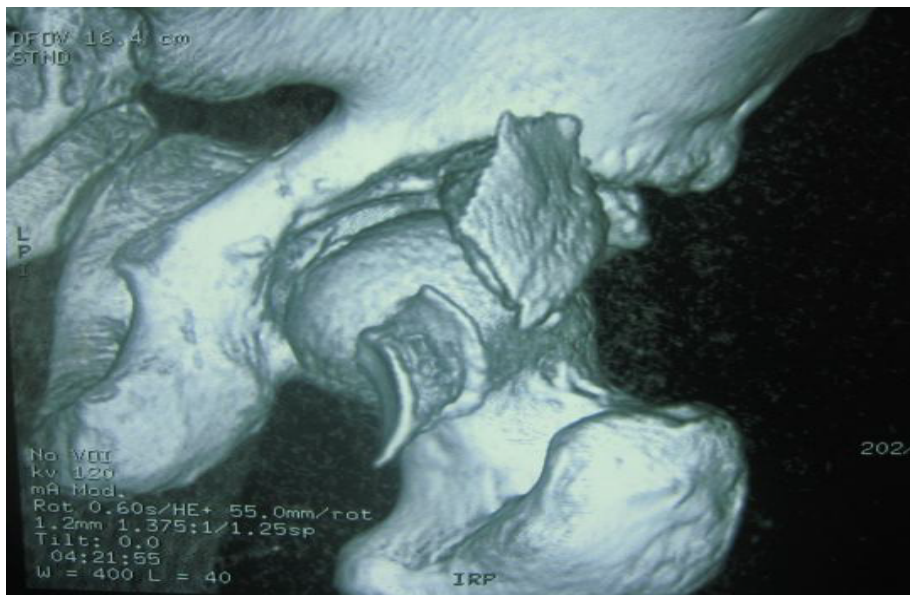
B : Reconstruction tridimensionnelle d'une TDM de la hanche montrant une fracture du toit du cotyle (associée à une fracture de la paroi postérieure) .
